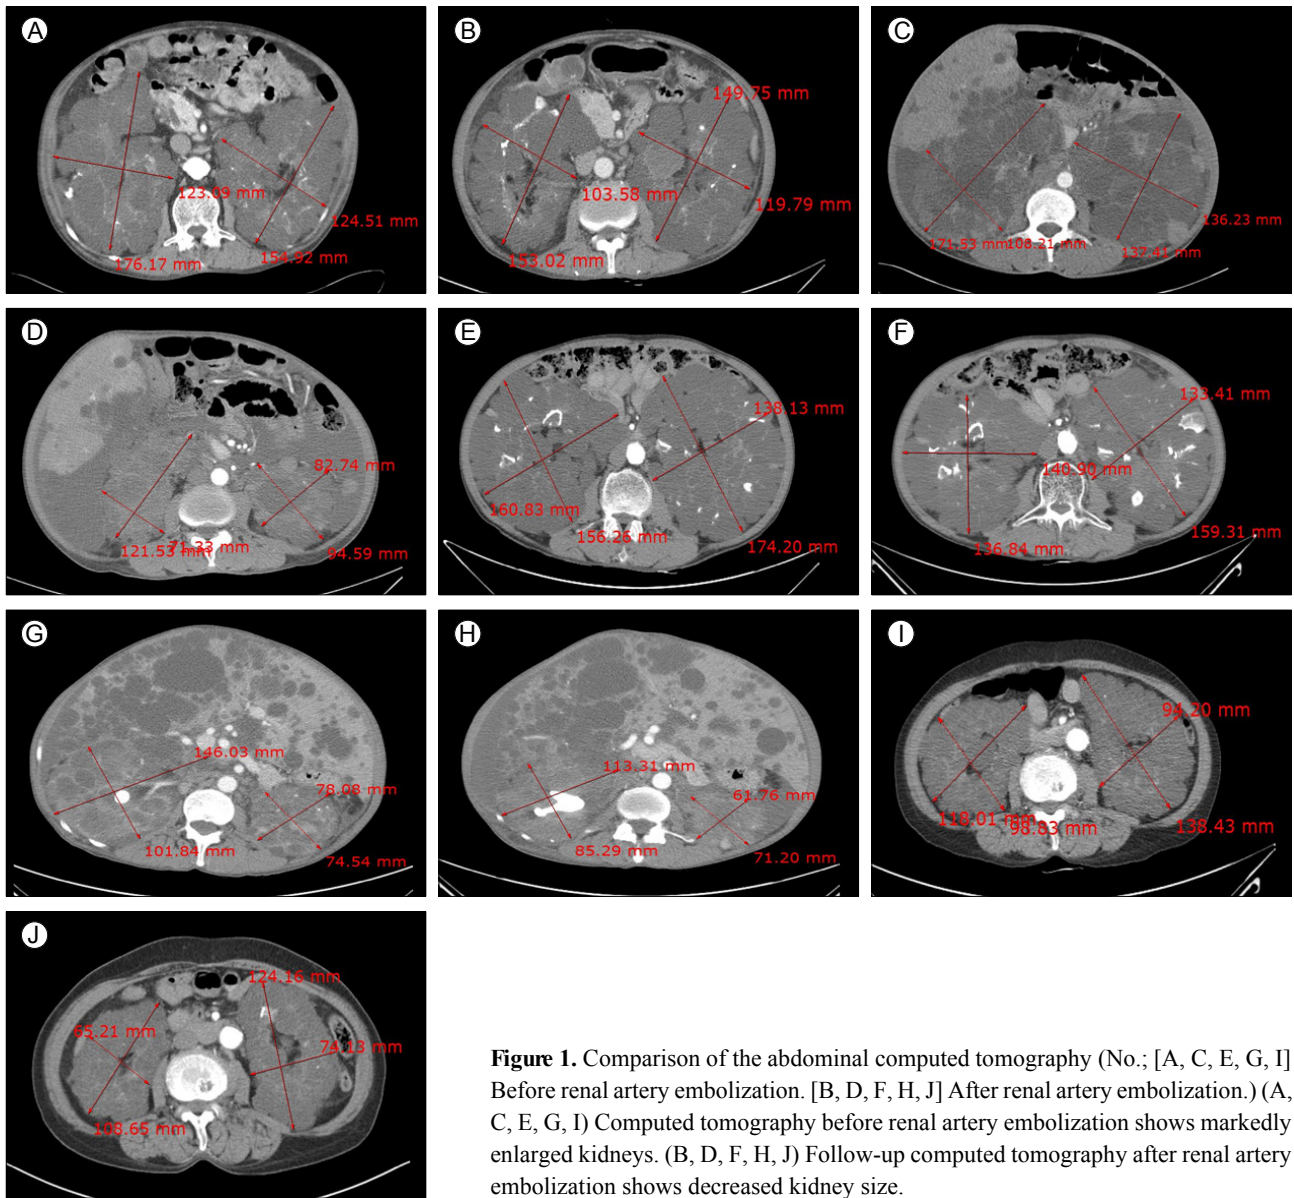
Comparison of the abdominal computed tomography (No.; [A, C, E, G, I] Before renal artery embolization. [B, D, F, H, J] After renal artery embolization.) (A, C, E, G, I) Computed tomography before renal artery embolization shows markedly enlarged kidneys. (B, D, F, H, J) Follow-up computed tomography after renal artery embolization shows decreased kidney size.
